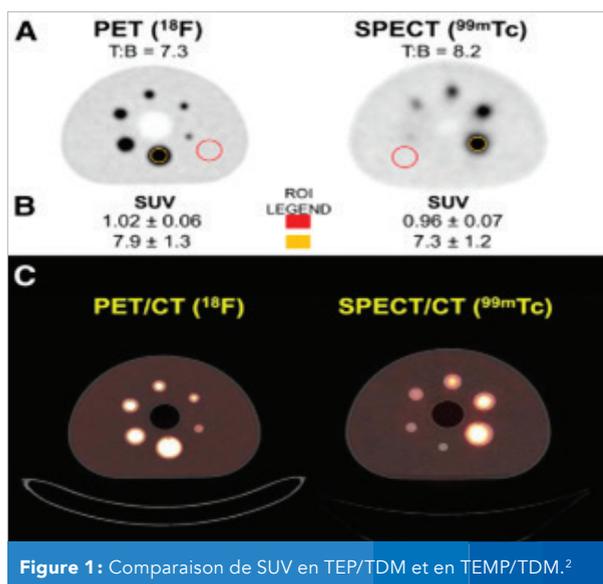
Comparaison de SUV en TEP/TDM et en TEMP/TDM.²
